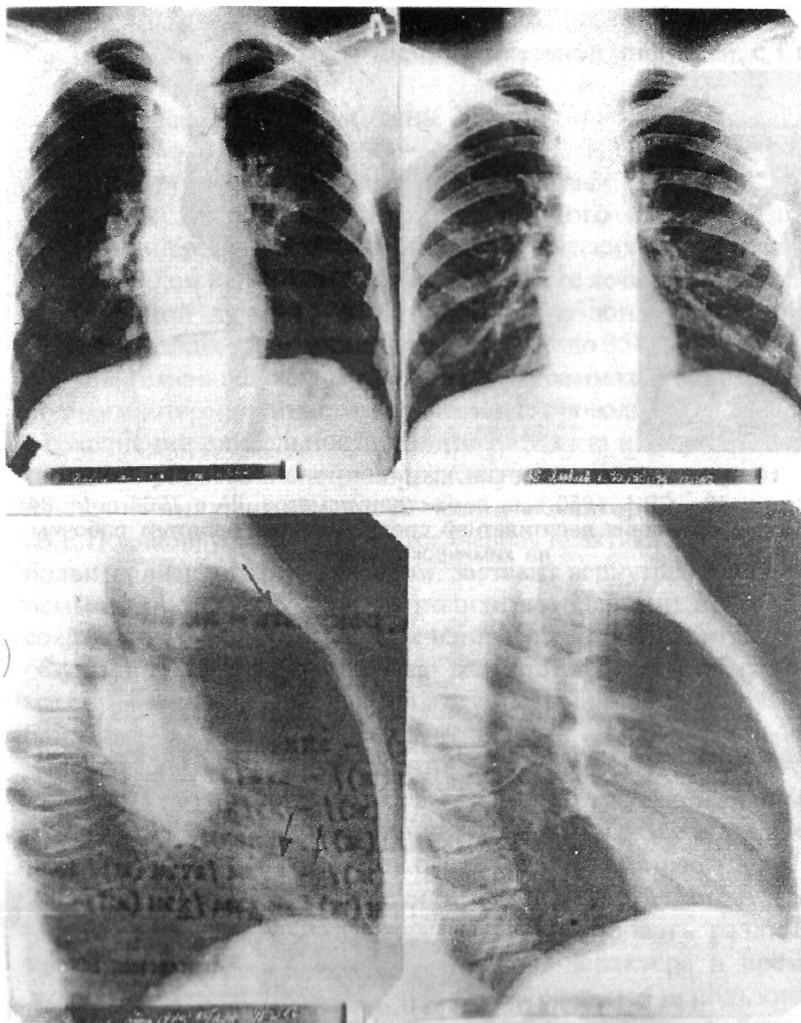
Прямые и боковые рентгено/раммы грудной клетки больного ЯИ, 14 лет, диагноз лимфогранулематоз, КС IV Бб, НС, поражение шейно-надключичных лимфатических узлов справа и слева, медиастинальных лимфатических узлов, множественные изолированные очаги в легких. Слева - до лечения, справа - положительная динамика после комплексного лечения (6 циклов полихимиотерапии по схеме ДОПП + дистанционная гамма-терапия на очаги поражения, кроме легких, до суммарной очаговой дозы 40 Гр на каждый очаг).
